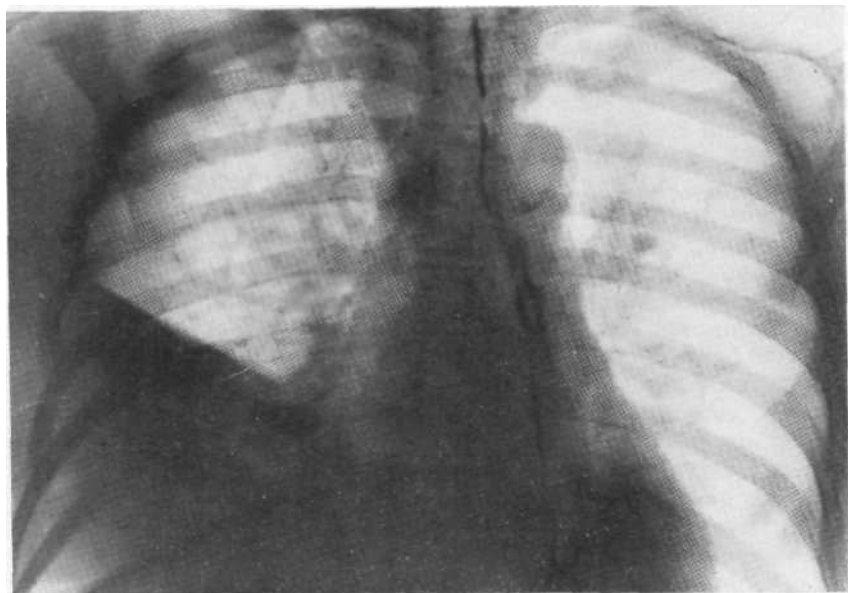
Обзорная рентгенограмма в ортопозиции. Смещение срединной тени при массивном плевральном выпоте.
